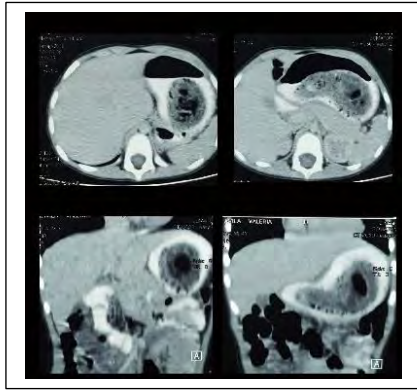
TAC abdomen. Cámara gástrica distendida con contraste oral, mostrando defecto de llenado en su interior, que mide 82 x 38 mm y que puede estar dada por bezoar.
